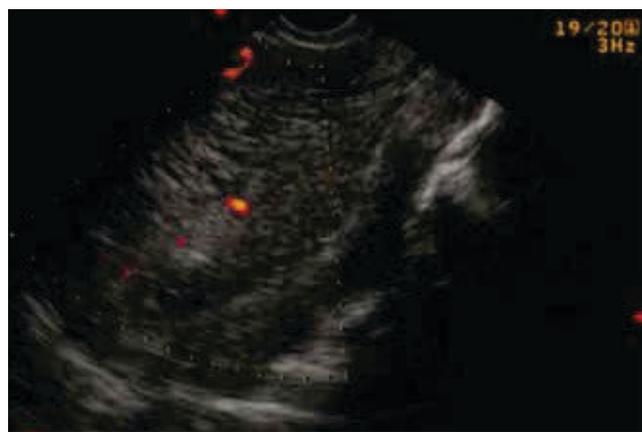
Paciente femenina de 42 años de edad, tratada con tamoxifeno durante 5 años con sangrado transvaginal que muestra en ultrasonido transvaginal un grosor endometrial de 59 mm, áreas quísticas y superficie endometrial irregular con hiperplasia endometrial sin atipia.
